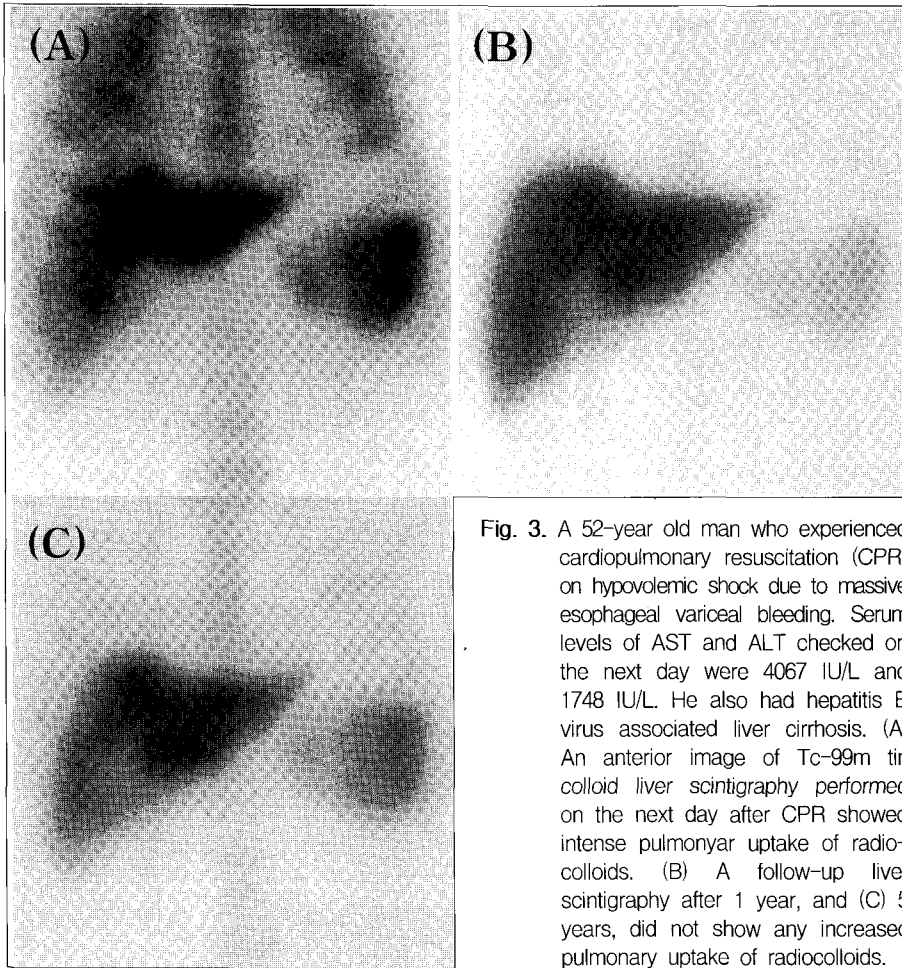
A 52-year old man who experienced cardiopulmonary resuscitation (CPR) on hypovolemic shock due to massive esophageal variceal bleeding. Serum levels of AST and ALT checked on the next day were 4067 IU/L and 1748 IU/L. He also had hepatitis B virus associated liver cirrhosis. (A) An anterior image of Tc-99m tin colloid liver scintigraphy performed on the next day after CPR showed intense pulmonary uptake of radiocolloids. (B) A follow-up liver scintigraphy after 1 year, and (C) 5 years, did not show any increased pulmonary uptake of radiocolloids.
